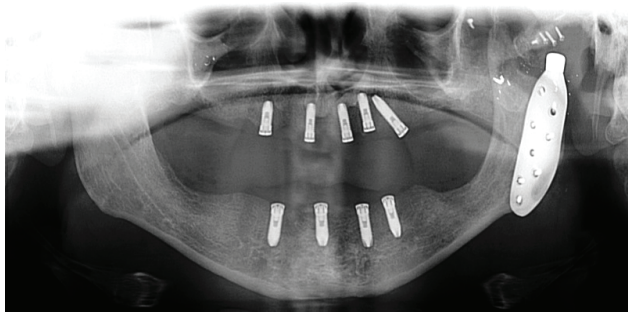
Radiografia panorâmica final do paciente após reconstrução da ATM.
